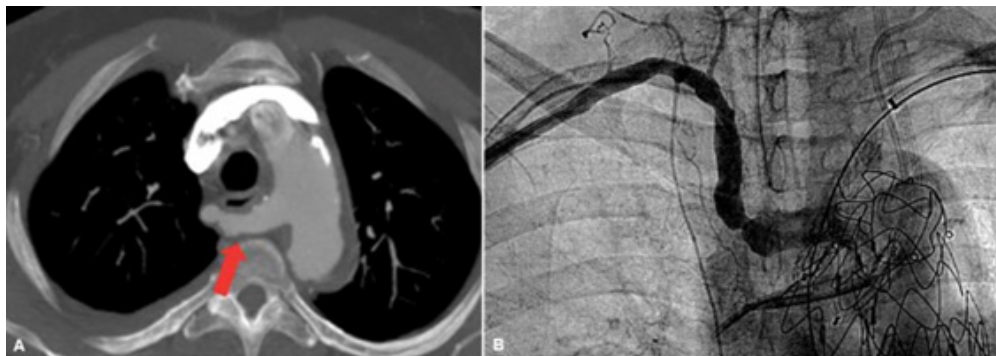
Demonstração da ASDA na angiotomografia em corte axial (A; seta vermelha) e angiografia intraoperatória (B).
